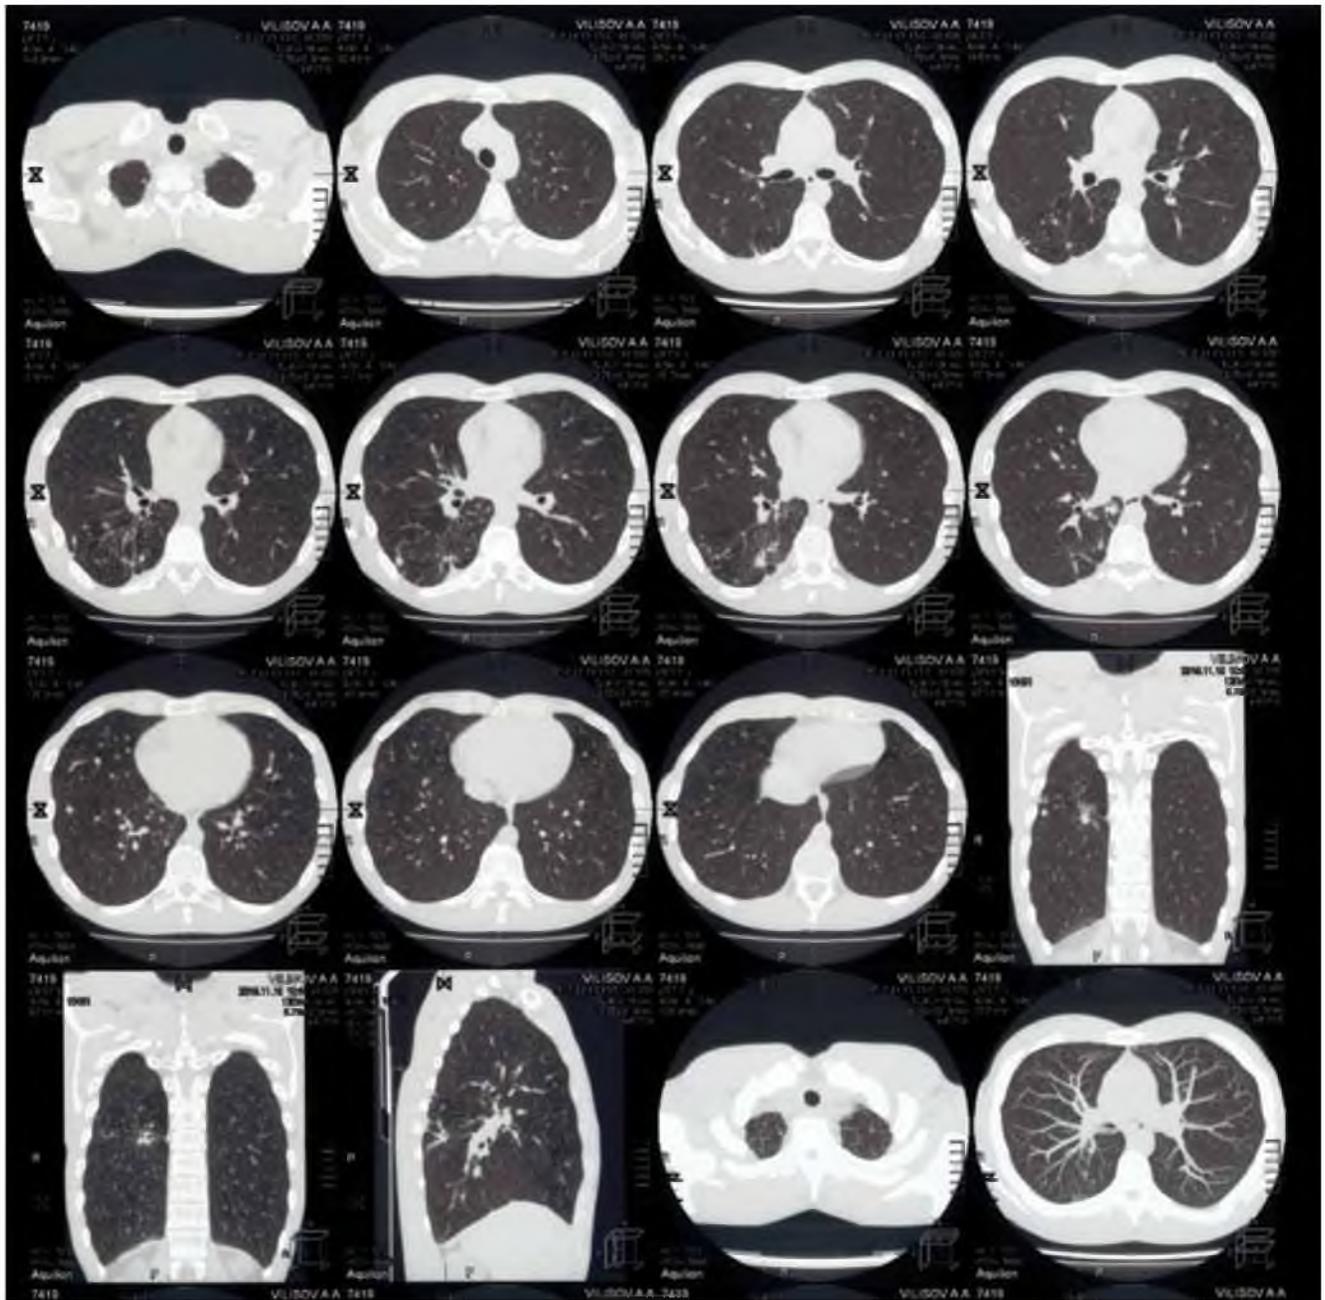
МСКТ-исследование от 10.11.2015 г.
